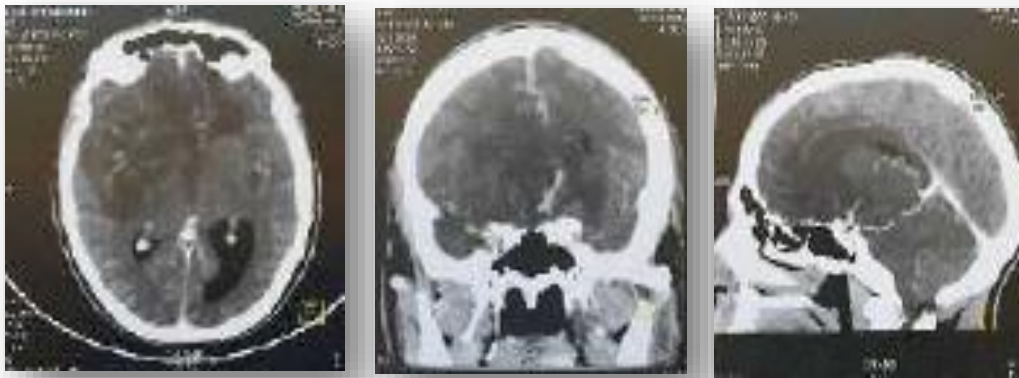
TDM cérébrale du patient 7
